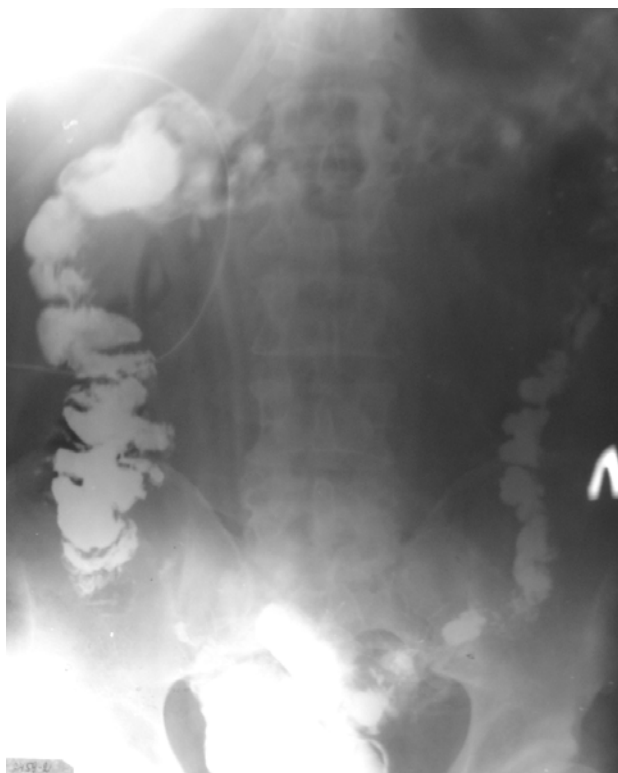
Рентгенограмма брюшной полости через 68 часов после операции (в сравнении с предыдущей рентгенограммой тонус кишки меньше, особенно восходящего и поперечного отделов)
